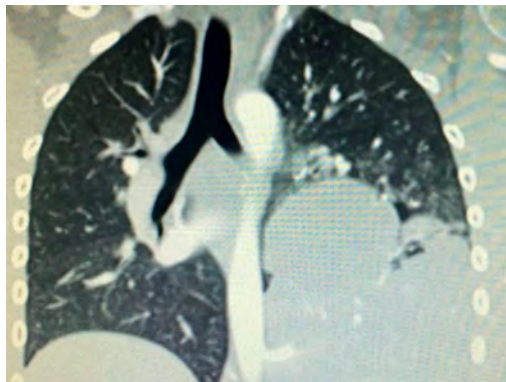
КТ органов грудной клетки с контрастированием
